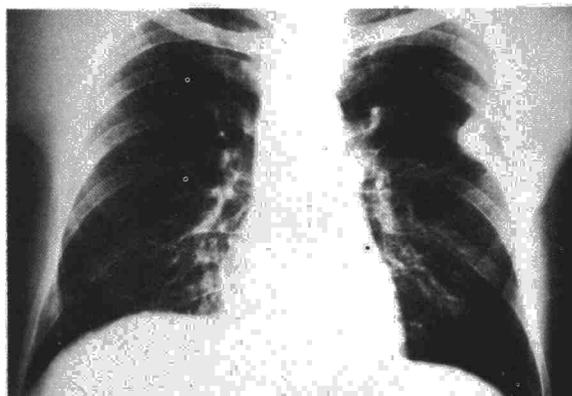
Radiografía postero-anterior de tórax. Se aprecia la existencia en hemitórax izquierdo de un nódulo de características extrapleurales.
